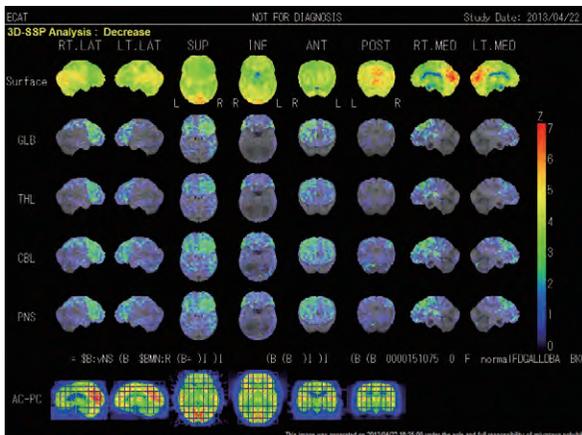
脳のFDG-PET統計画像：両側前頭葉内・外側面(右側優位)および視床，基底核部(やはり右優位)に有意な低下を認めた。頭頂葉，脳幹，小脳には優位な低下を認めなかった。
